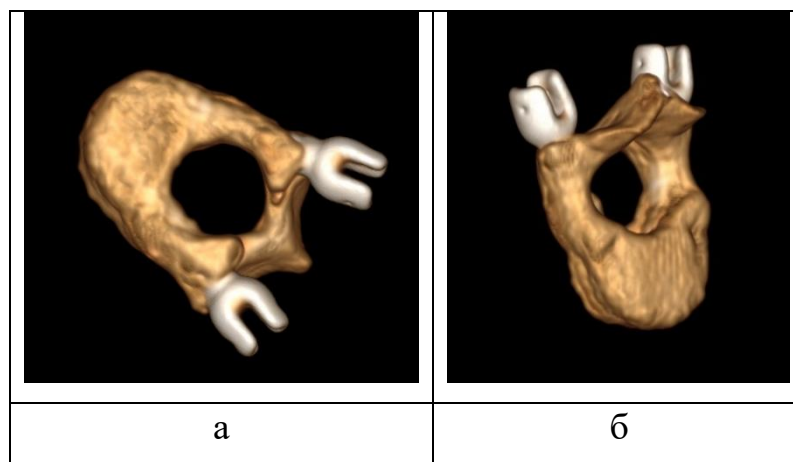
3D-КТ пластиковой модели позвонка с установленными ТВ при помощи ШН: а – вид сверху, б – вид снизу
